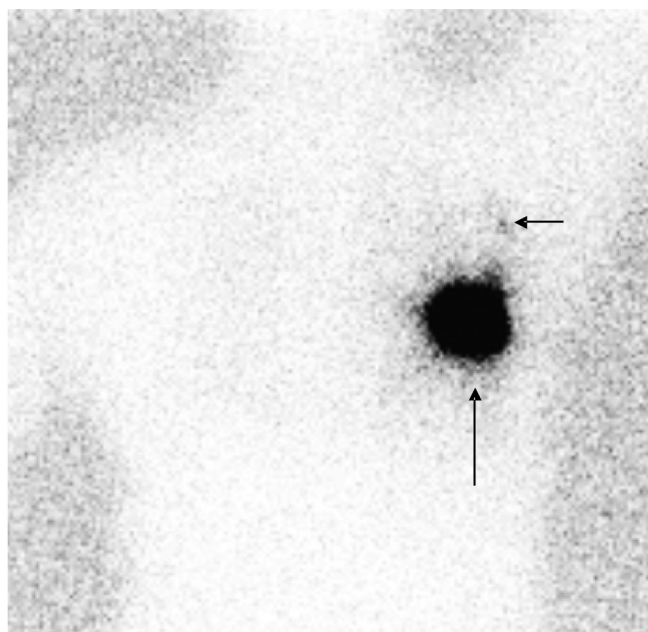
Sentinel lymph node scintigraphy. subcutaneous injection the radiotracer into the left nipple. (long arrow)
